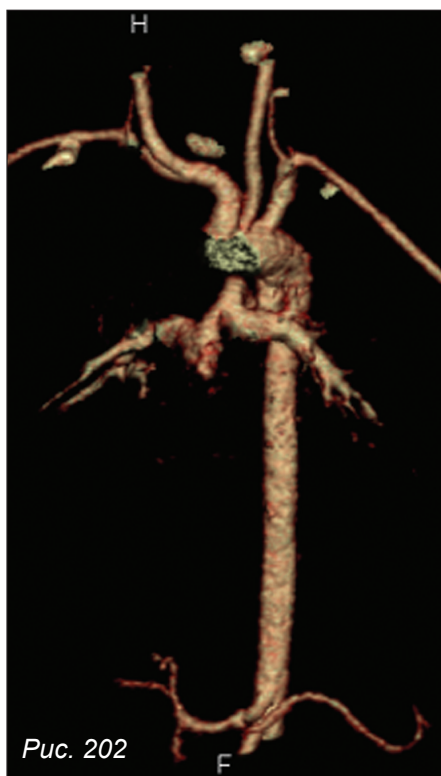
КТ-ангиография. Объемная реконструкция аорты и легочной артерии. Атрезия легочной артерии 2-го типа (отсутствуют клапан и проксимальные отделы ствола легочной артерии)
